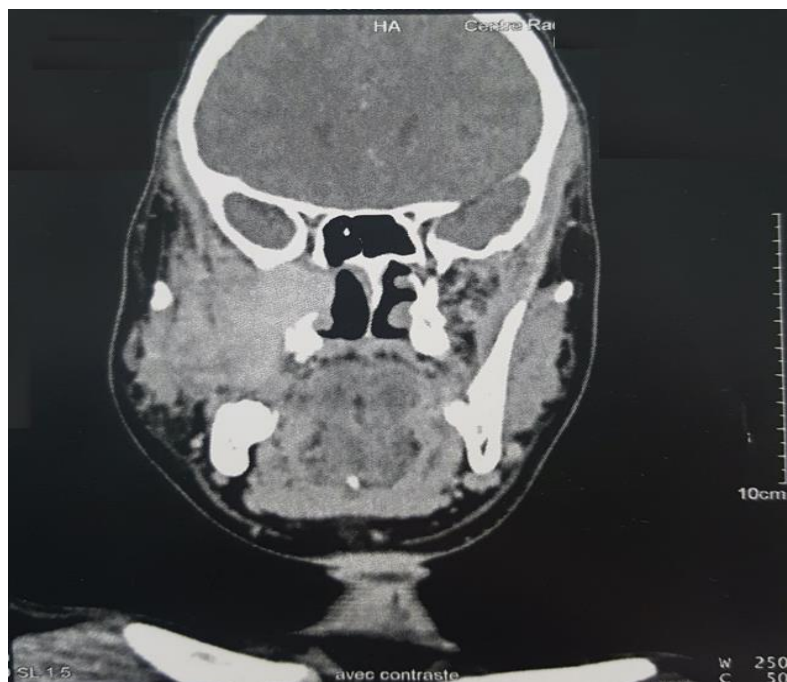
TDM en coupe coronale : FNP se développant dans la fosse infra temporelle jusqu' a la région jugale
